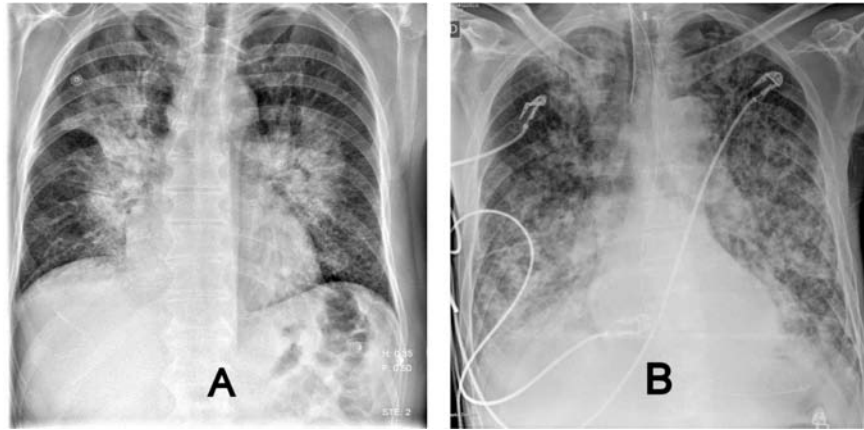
6. Radiografía de tórax que ilustra el patrón alveolar en alas de mariposa A y, un infiltrado alveolar en la totalidad de los pulmones B. Obsérvese además en B, el crecimiento de la silueta cardíaca
